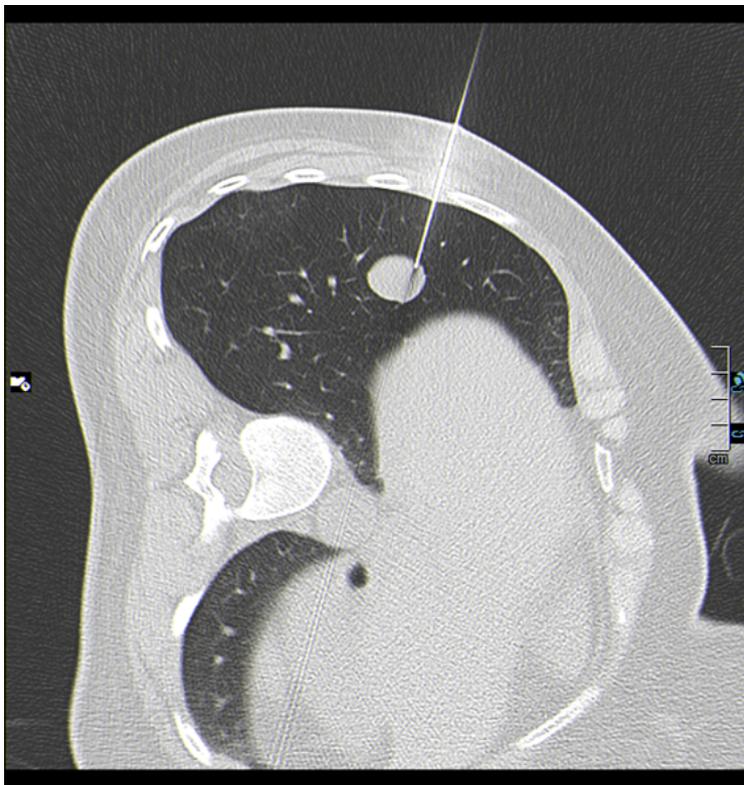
Realização de biópsia transtorácica através de controle por tomografia computadorizada.
